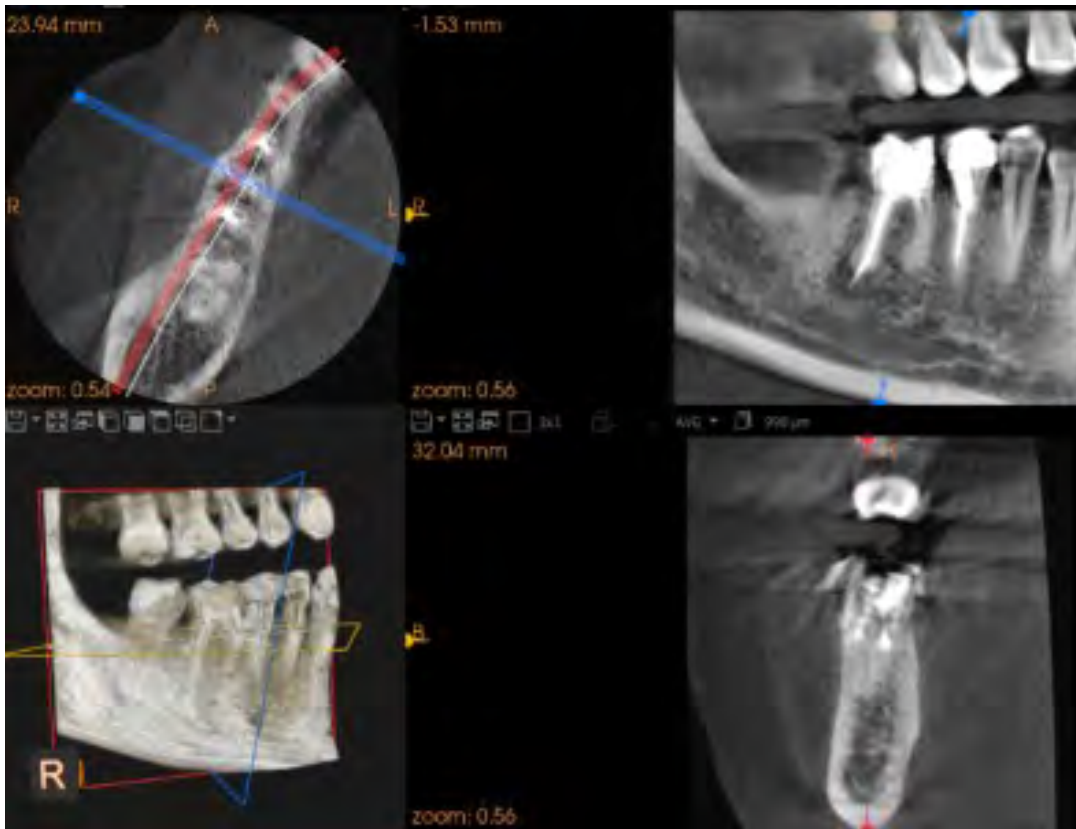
Pamje e CBCT pjesore që tregon defektin
